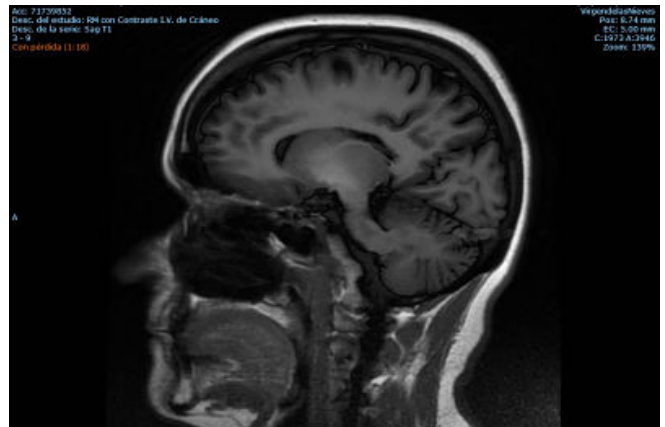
RMN cerebral. Hiperintensidad de señal en T1 de ambos núcleos lenticulares predominantemente los globos pálidos, compatible con encefalopatía hepática.
